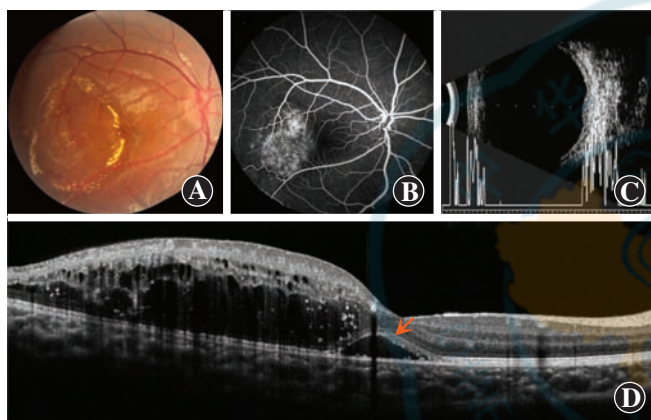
1 例 4 岁 Coats 病患儿多模式影像学检查图像 A:彩色眼底照相可见环形黄白色渗出及黄斑颞下侧视网膜水肿 B:FFA 检查可见黄斑拱环结构改变及黄斑颞下侧毛细血管显现 C:眼部 B 型超声检查可见视网膜后壁局部隆起 D:OCT 检查可见黄斑颞侧外层视网膜层间水肿,伴视网膜内硬性渗出,同时可见中心凹下少量视网膜下液(橙色箭头)
